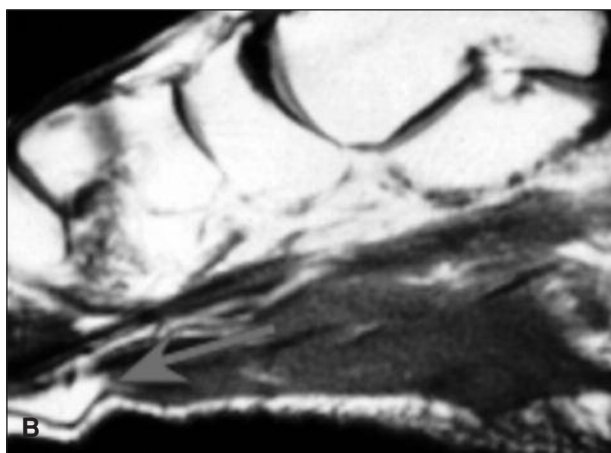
A, B y C. Ecografía y RM de un paciente con enfermedad de Ledderhose.
